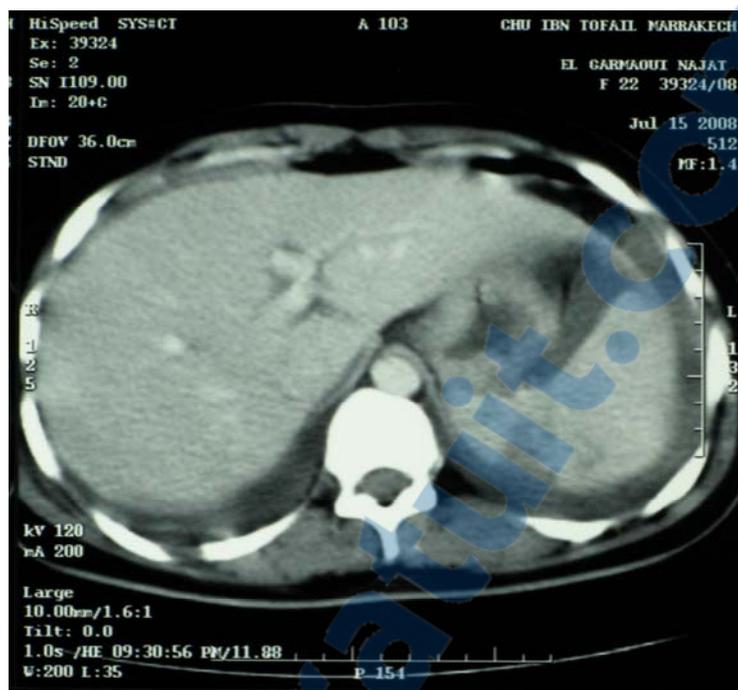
TDM abdominale montrant une fracture de la rate.
